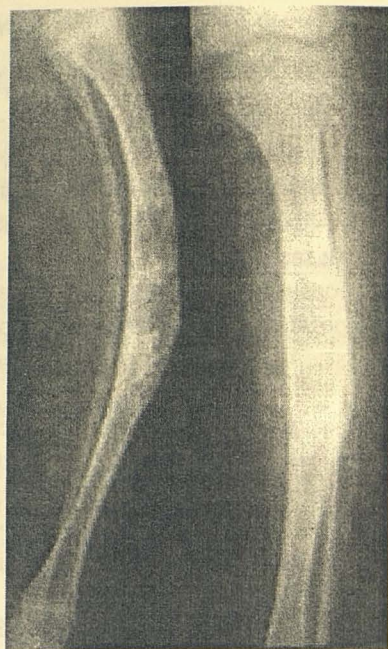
Рентгенограмма голени до операции
